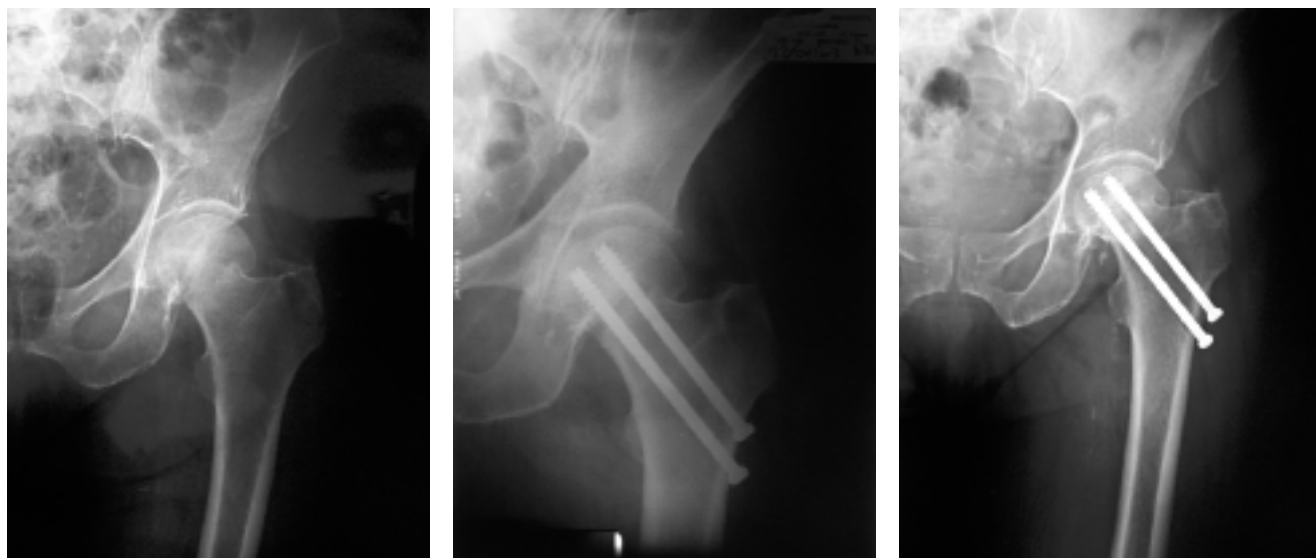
Paziente femmina di 76 anni affetta da frattura mediale di collo femorale Garden tipo II trattata con viti percutanee rivestite di idrossiapatite. Quadro radiografico preoperatorio (A), postoperatorio (B) e controllo a 2 anni (C).
